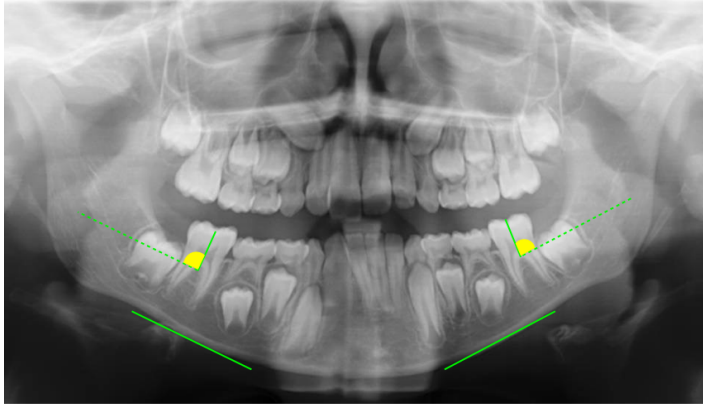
Representación en una radiografía panorámica de muestra de los ángulos AN5-D y AN5-I.
